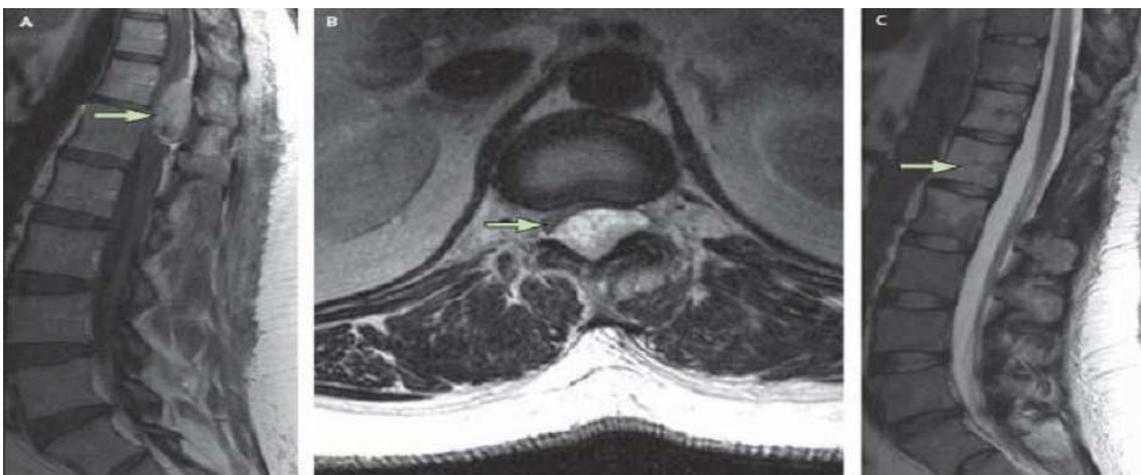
IRM dorso-lombaire montrant un Sarcome d'Ewing [6]
